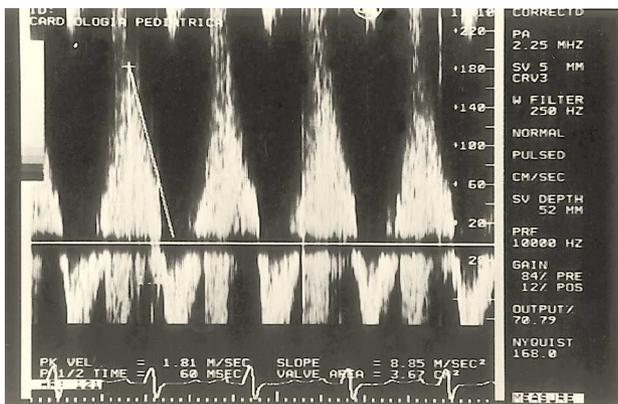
Ecocardiografía Doppler. Flujo aórtico con signos de insuficiencia aórtica.
